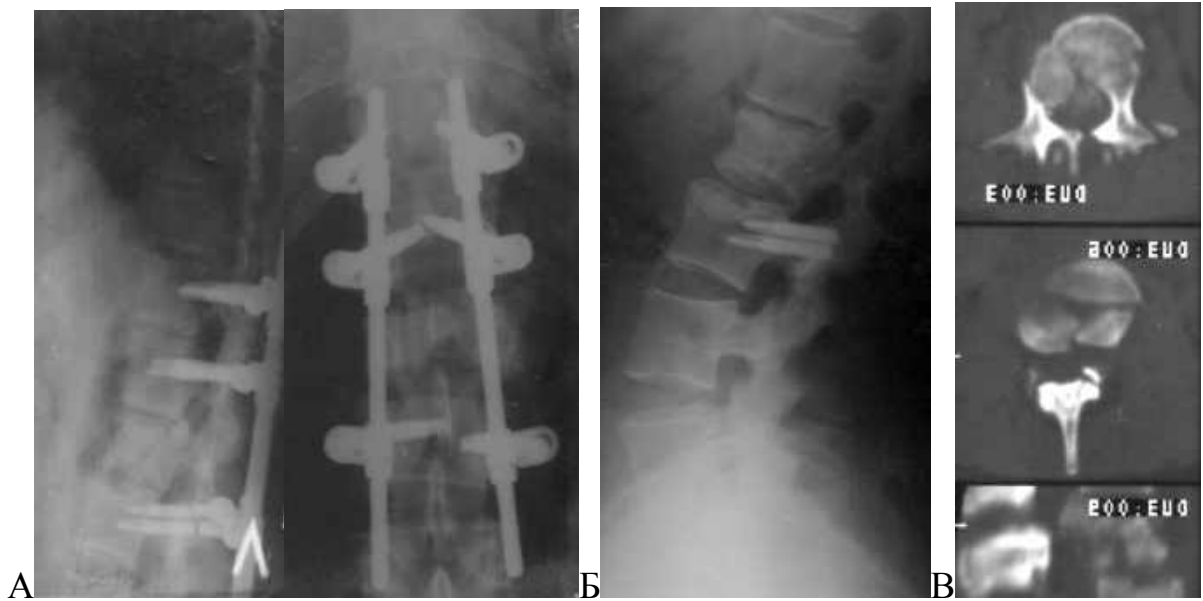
Спостереження №52. Пацієнт В-ий, 55 років (історія хвороби №179). Спондилографія поперекового відділу хребта, бокова проекція, після стабілізації і переломів нижніх гвинтів (А), після видалення металевих конструкцій рентгенограма (Б) та СКТ, аксіальна проекція (В).
